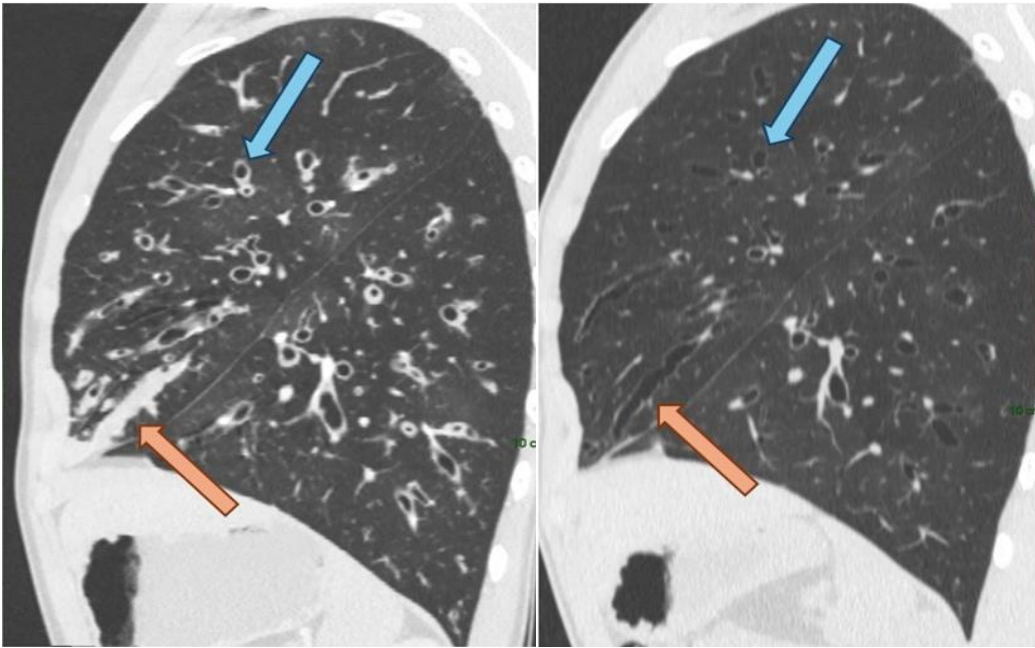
Cortes sagitales de TC antes y tras un año bajo tratamiento con Kaftrio: marcada disminución del engrosamiento de las paredes bronquiales (flecha azul), así como resolución de los tapones de moco (flecha naranja).
